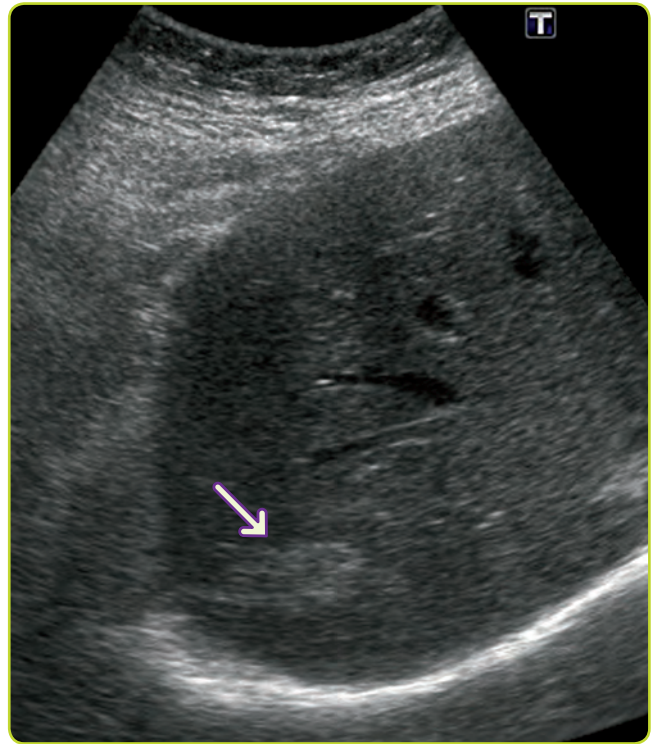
Hemangioma visto por ecografía.
